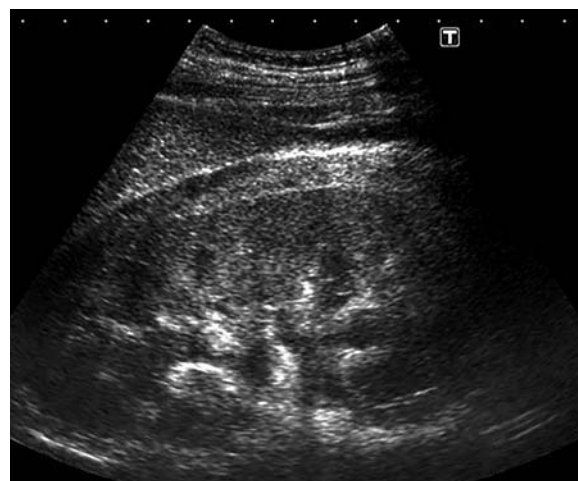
Ecografía renal, corte longitudinal. Hematoma perirrenal (flecha azul).
